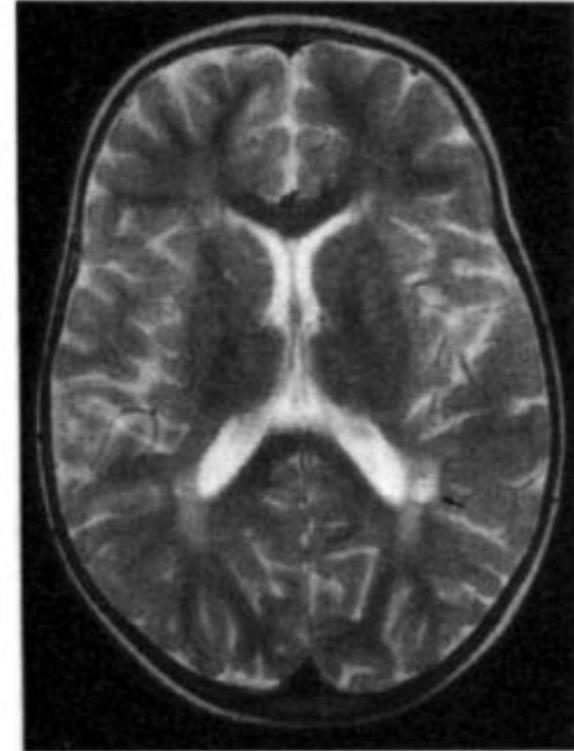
MR-weighted image obtained 10 months after the onset of the symptoms, T2-weighted axial image shows a small area of high intensity signal in the left peritrigonal white matter (arrow). Reprinted with permission from Signorini et al. [23]
